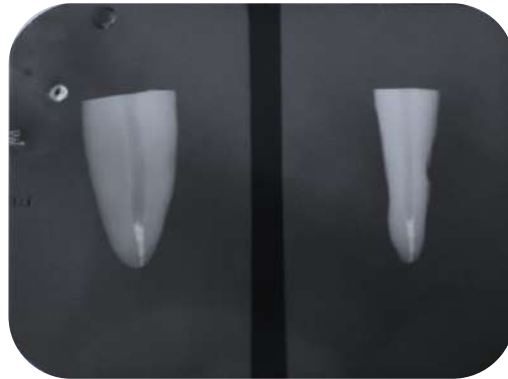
Punta de gutapercha seleccionada. A) Punta de gutapercha accesoria seleccionada. B) Radiografía de selección de punta gutapercha.
